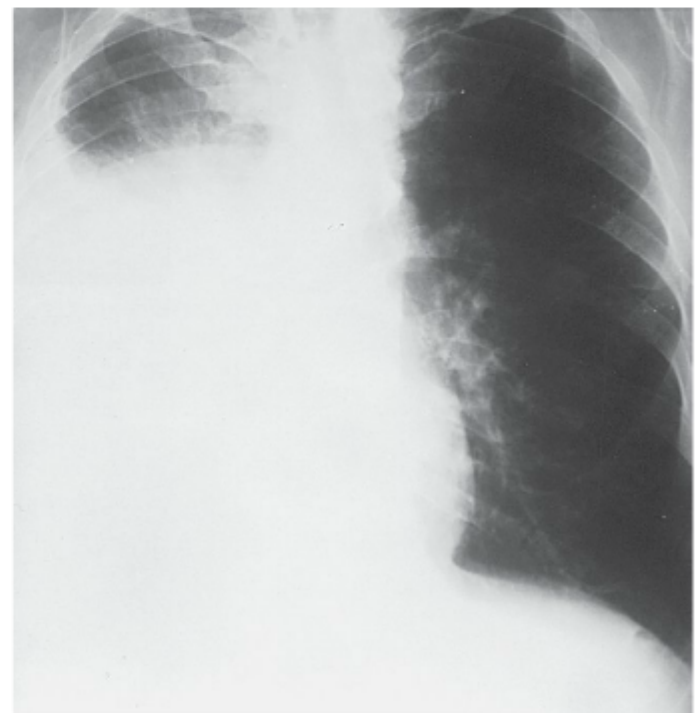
Radiografia de tórax mostrando um hemotórax à direita.
